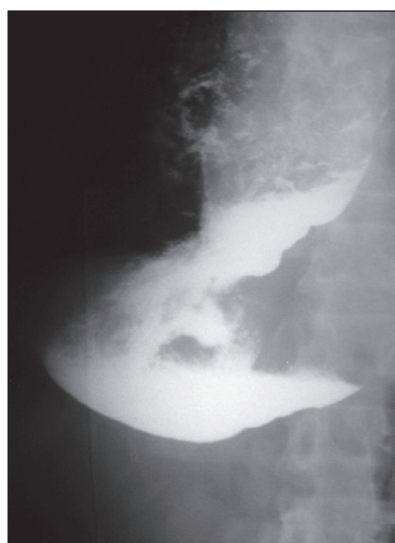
Контрастная рентгенограмма пищевода.
